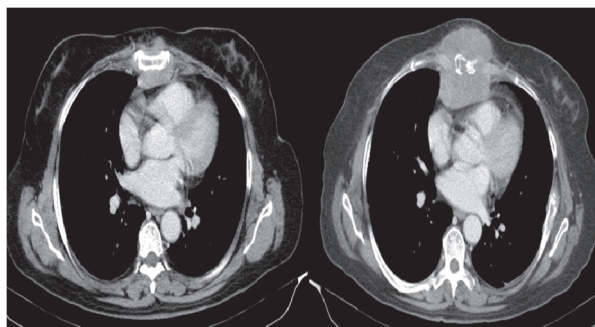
TAC tórax: masa de partes blandas pre y retro esternal (febrero 2011, izquierda) que evidencia un franco crecimiento en la imagen control (abril 2011, derecha).
